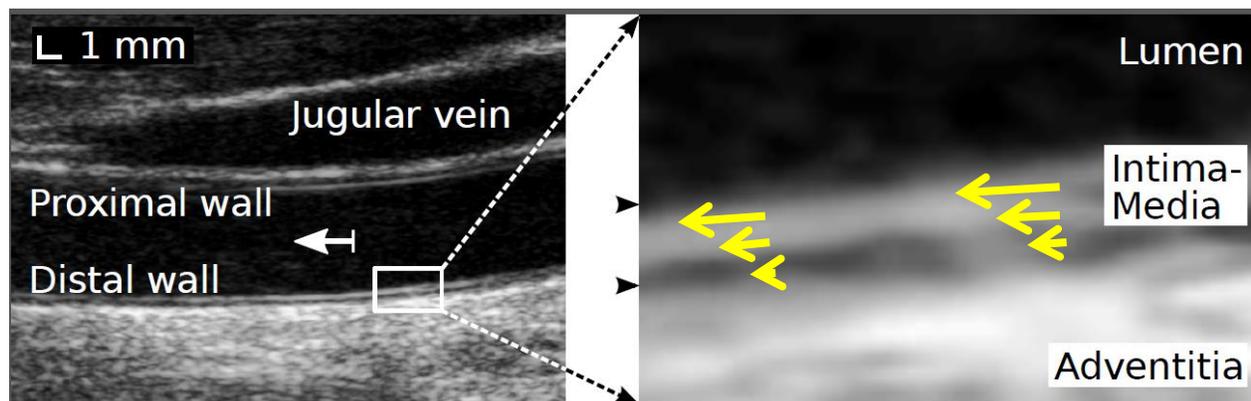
Exemple d'image ultrasonore de l'artère carotide. A gauche : l'ensemble des structures visibles dans l'image (veine jugulaire, parois carotidiennes et lumière artérielle avec la direction du sang indiquée par une flèche). A droite : agrandissement avec des flèches symbolisant les amplitudes du mouvement longitudinal qui diminuent en direction de l'adventice et en direction de la tête (de droite à gauche).
